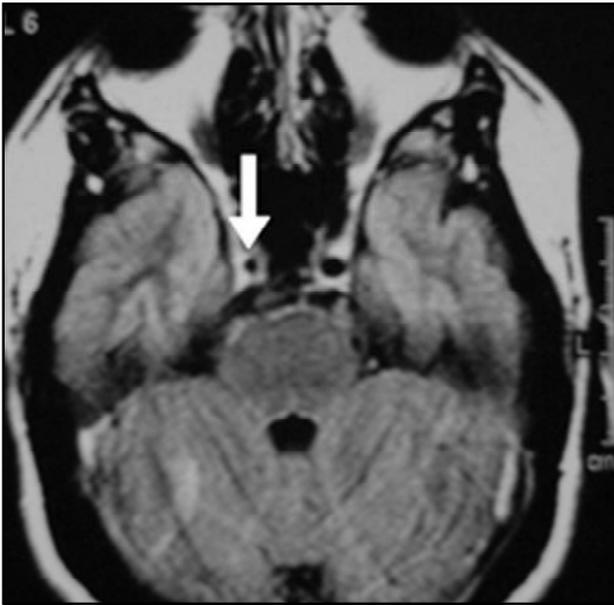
Alteração de sinal do seio cavernoso (RM): seqüência T1 axial com gadolínio mostrando alteração de sinal no seio cavernoso direito (seta).
